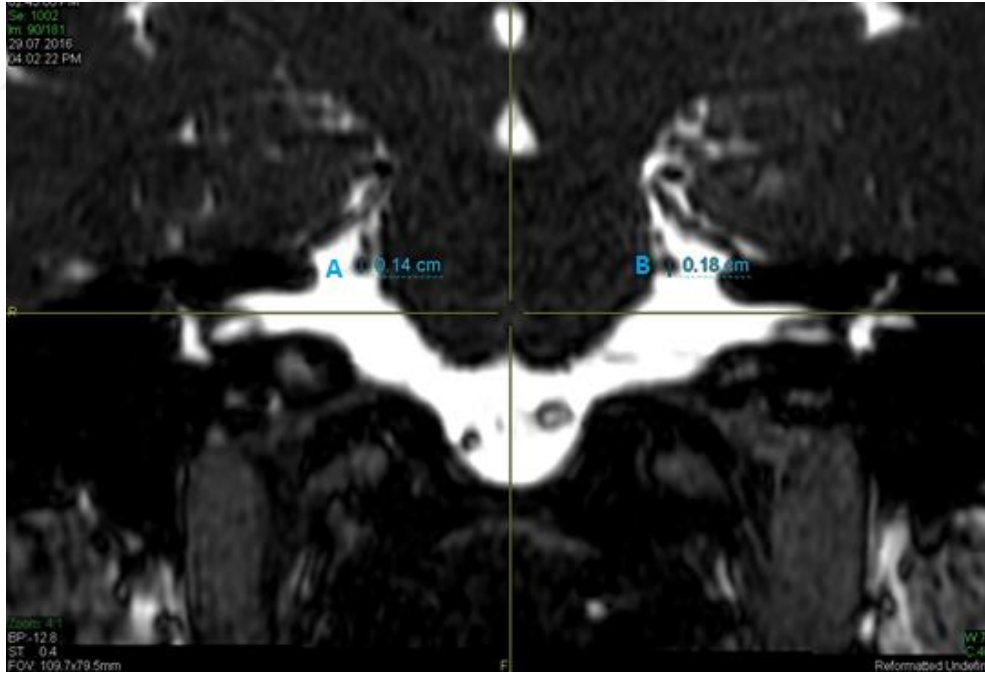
Nervus trigeminus'un aksiyel kesit MRG'de bilateral görünümü
